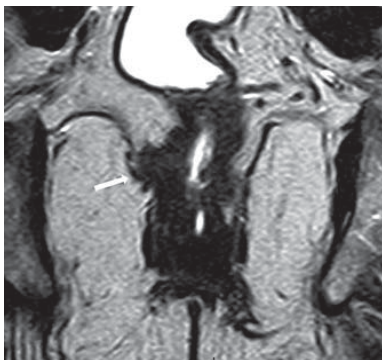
IRM coupe coronale en pondération T2 : Tumeur du bas rectum envahissant le muscle releveur de l'anus. Cette tumeur sera classé T4 N+
